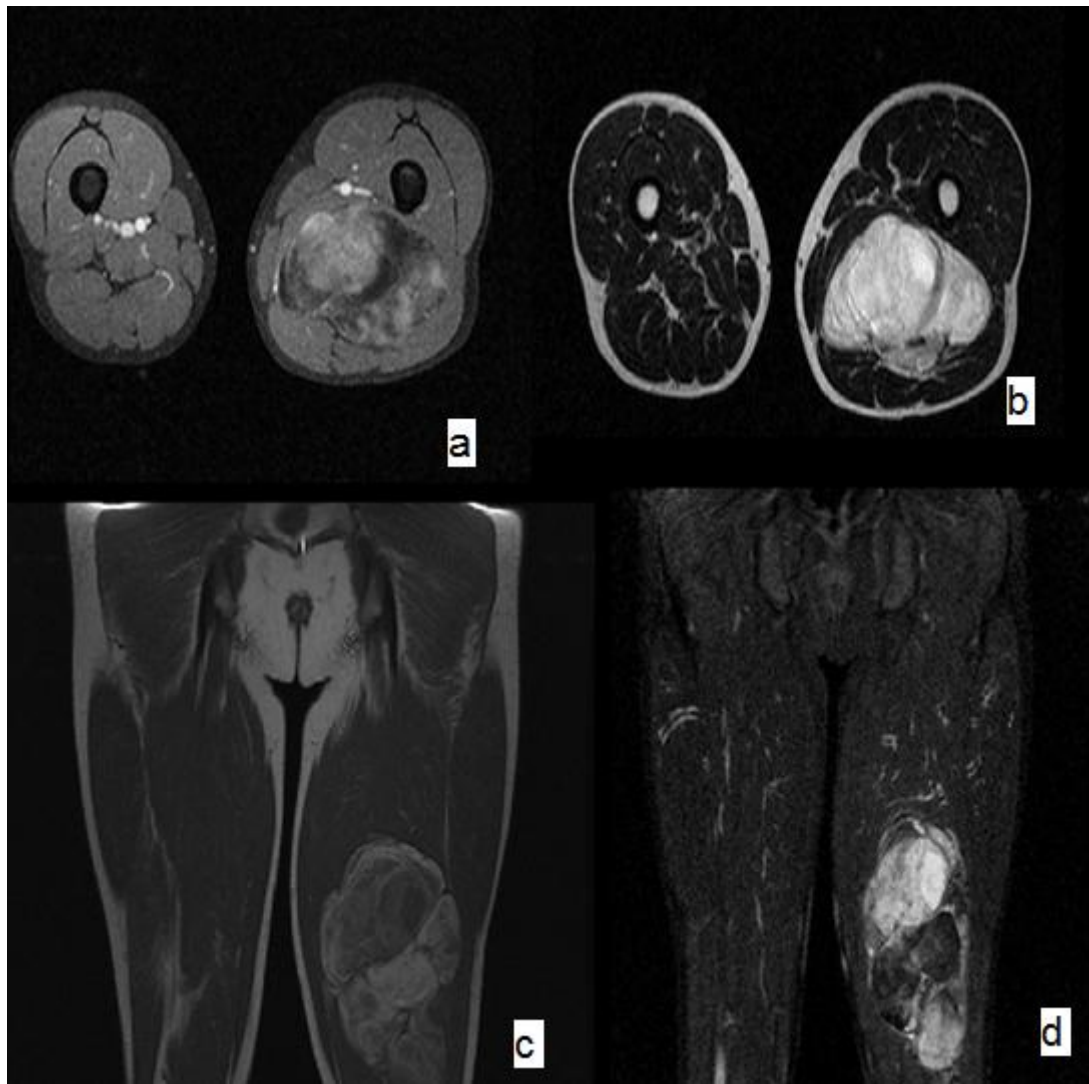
IRM de la cuisse gauche en coupe (a) coronale T1 C+ (b) coronale T2 (c) sagittale T1 (d) sagittale C+ FATSAT
